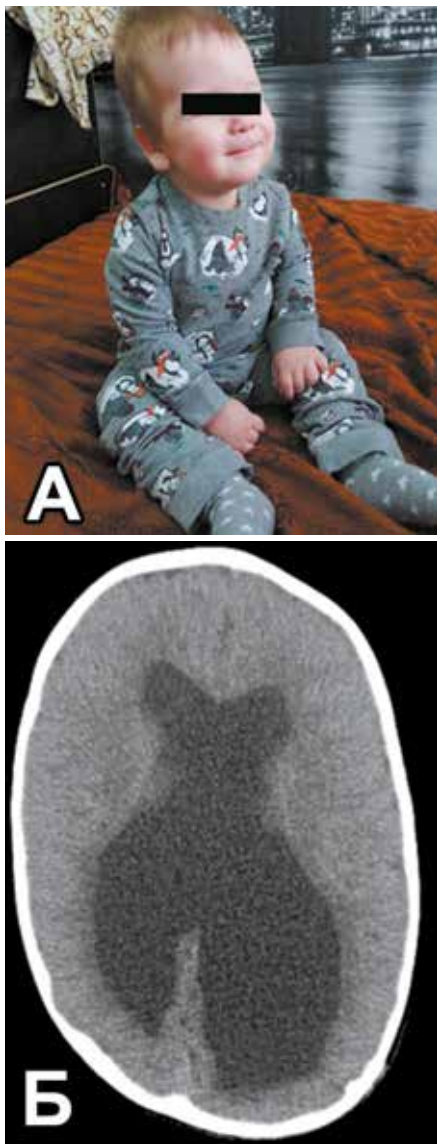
6-месячный ребенок без задержки нервно-психического развития. А — общий вид; Б — аксиальный срез компьютерной томографии, визуализируются расширенные желудочки с положительной динамикой
